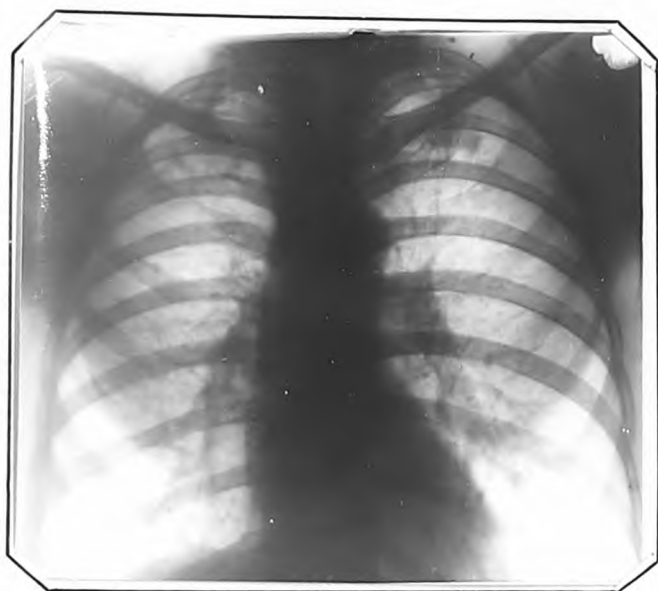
Рентгенограмма больного Р., 42 лет; от 30.V.1957 г. Справа-плевральные наложения. Под ключицей, на месте распада, - широкий рубец. Слева под ключицей - очаги. Пневмосклероз.
